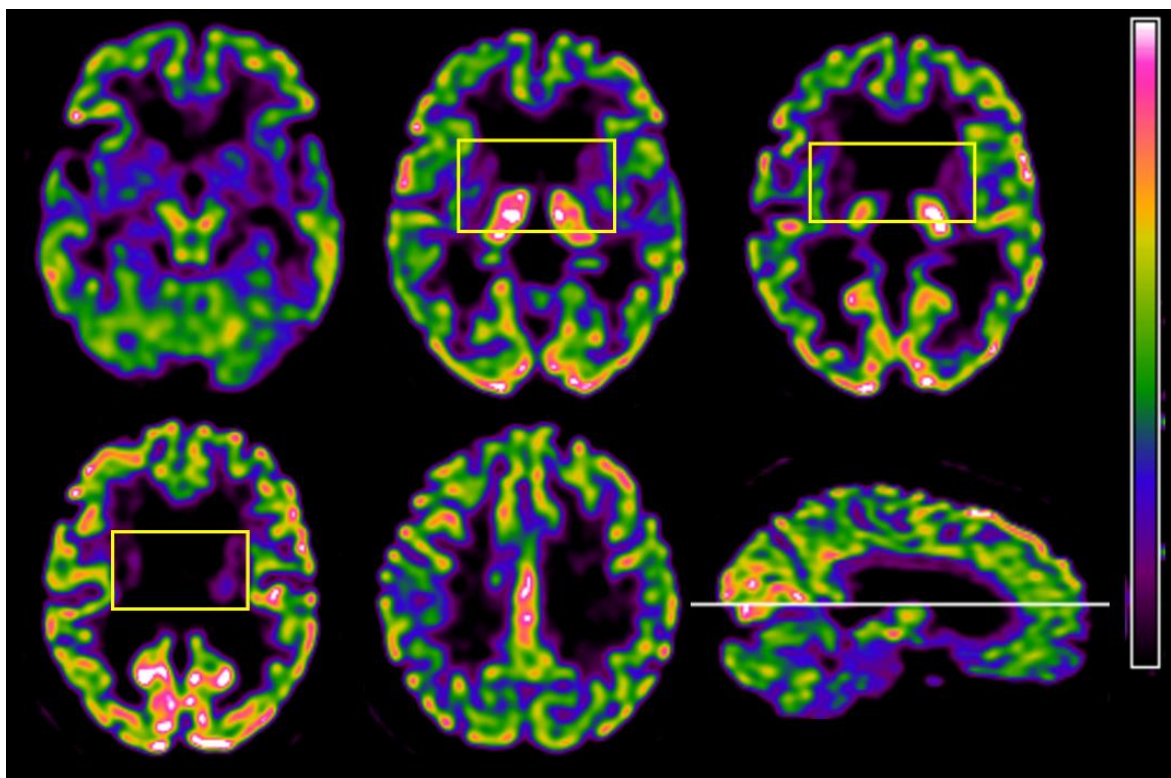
18F-Fluorodeossiglucosio (FDG) PET images showing severe hypometabolism in bilateral basal ganglia (yellow outlined boxes), but symmetrically preserved metabolism in midbrain, cerebellum, bilateral thalamic nuclei and cortical areas.
